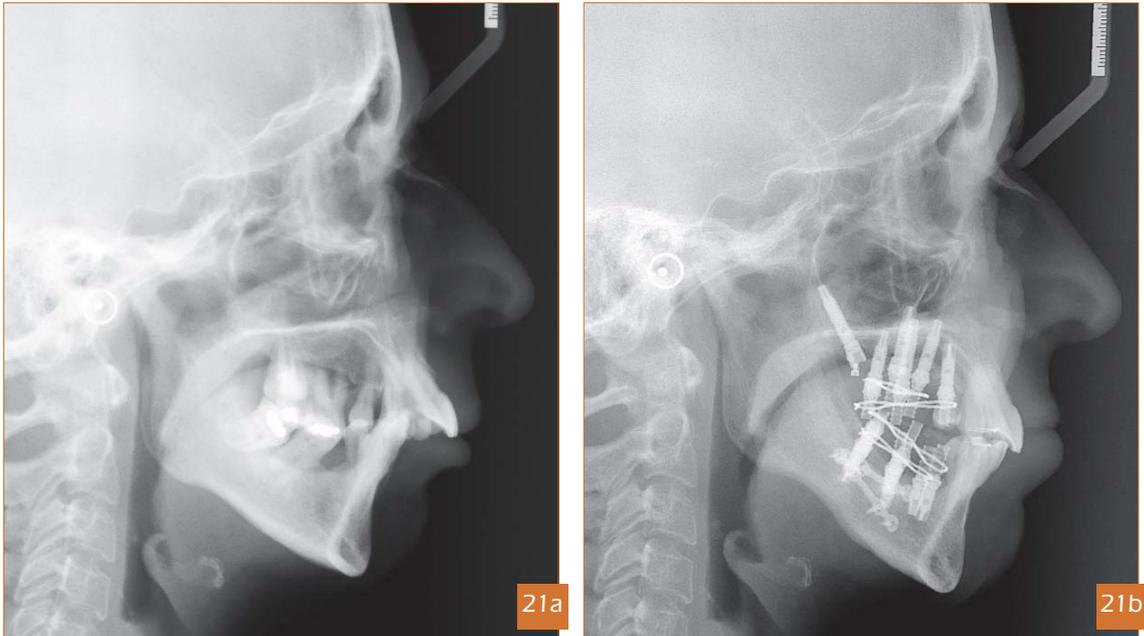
Telerradiografías de perfil, inicial y después de la ortodoncia.
